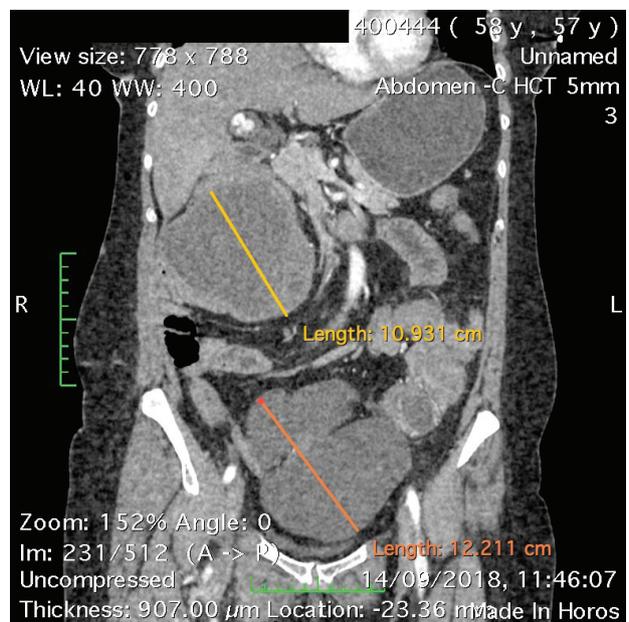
CT 09/14/2018 - "Tumor nodes 129x122 mm in the pelvic cavity and 109x100 mm in the right hypochondrium of inhomogeneous consistency, irregular shape, without clear contours"
